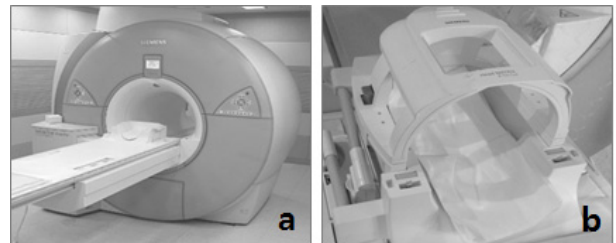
MRI 장비(a) 및 Brain 코일(b)
